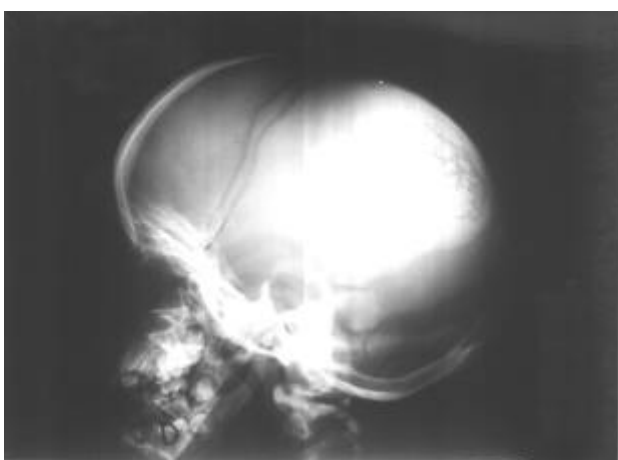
Caso 1: A - Radiografia do crânio em perfil. B - Radiografia de mãos e punhos.
